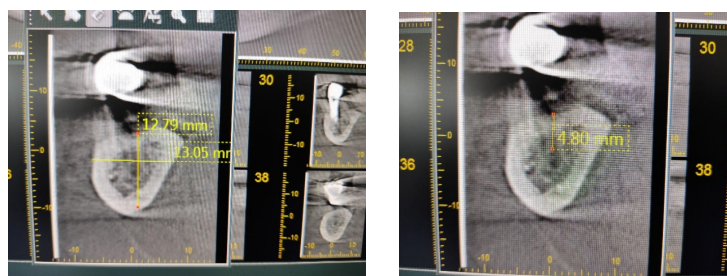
Компьютерная томография бокового участка нижней челюсти до лечения.
